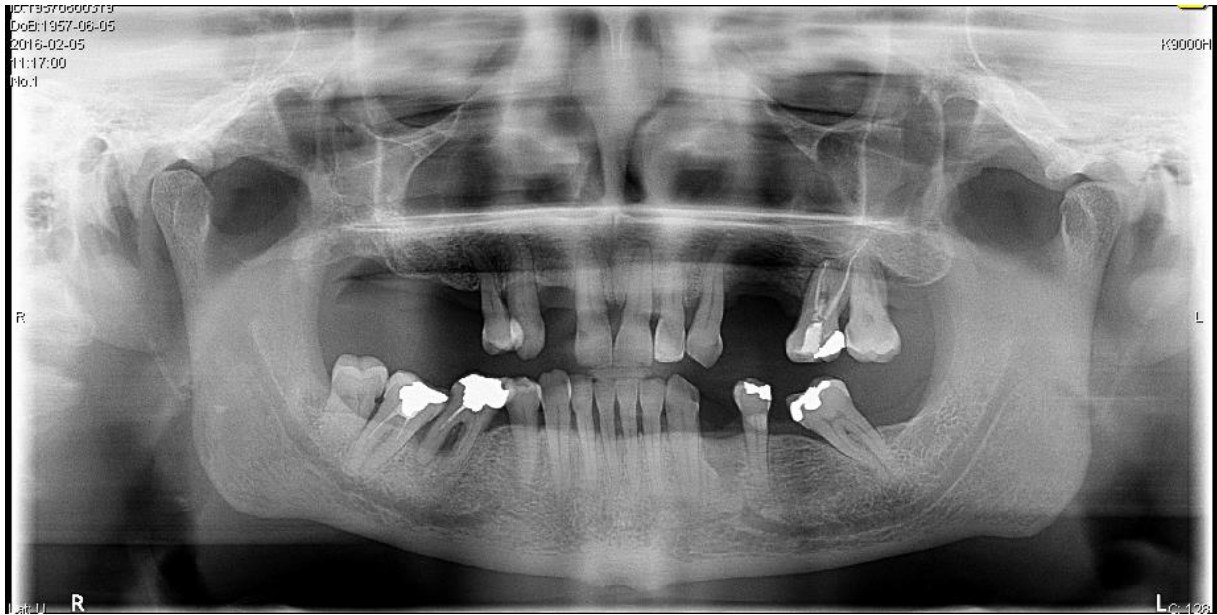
Ortopantomografia
